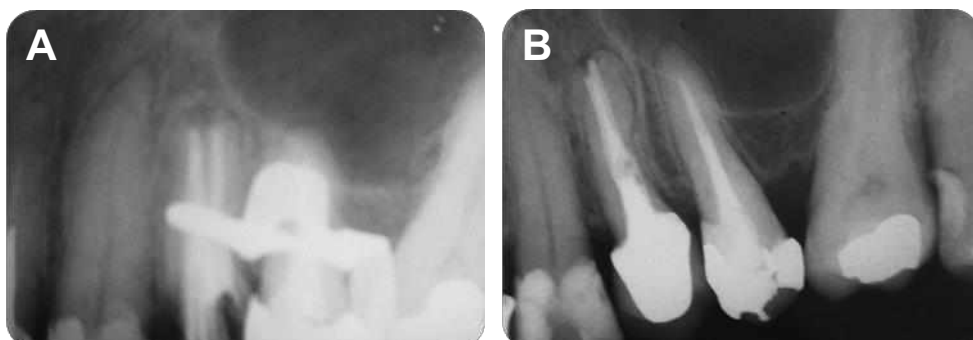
A) Radiografia de condensação lateral; B) Radiografia final.
